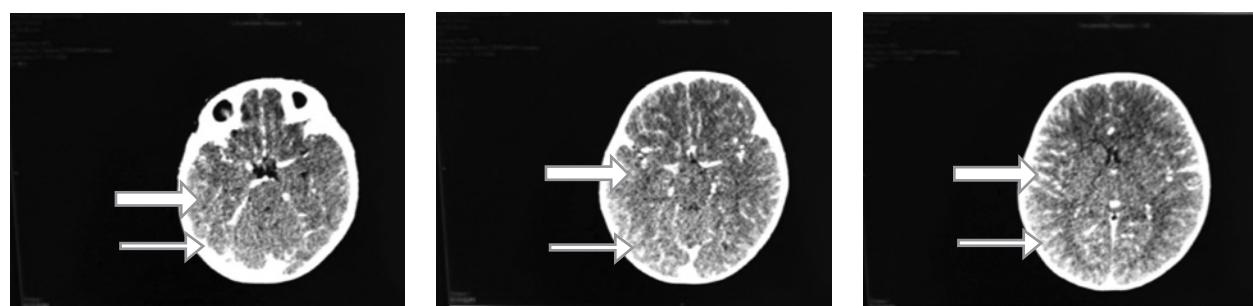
TAC de cráneo contrastada que evidencia edema cerebral leve generalizado (flecha gruesa) asociado a intenso realce meníngeo (flecha delgada), apoyando el diagnóstico de meningoencefalitis.
